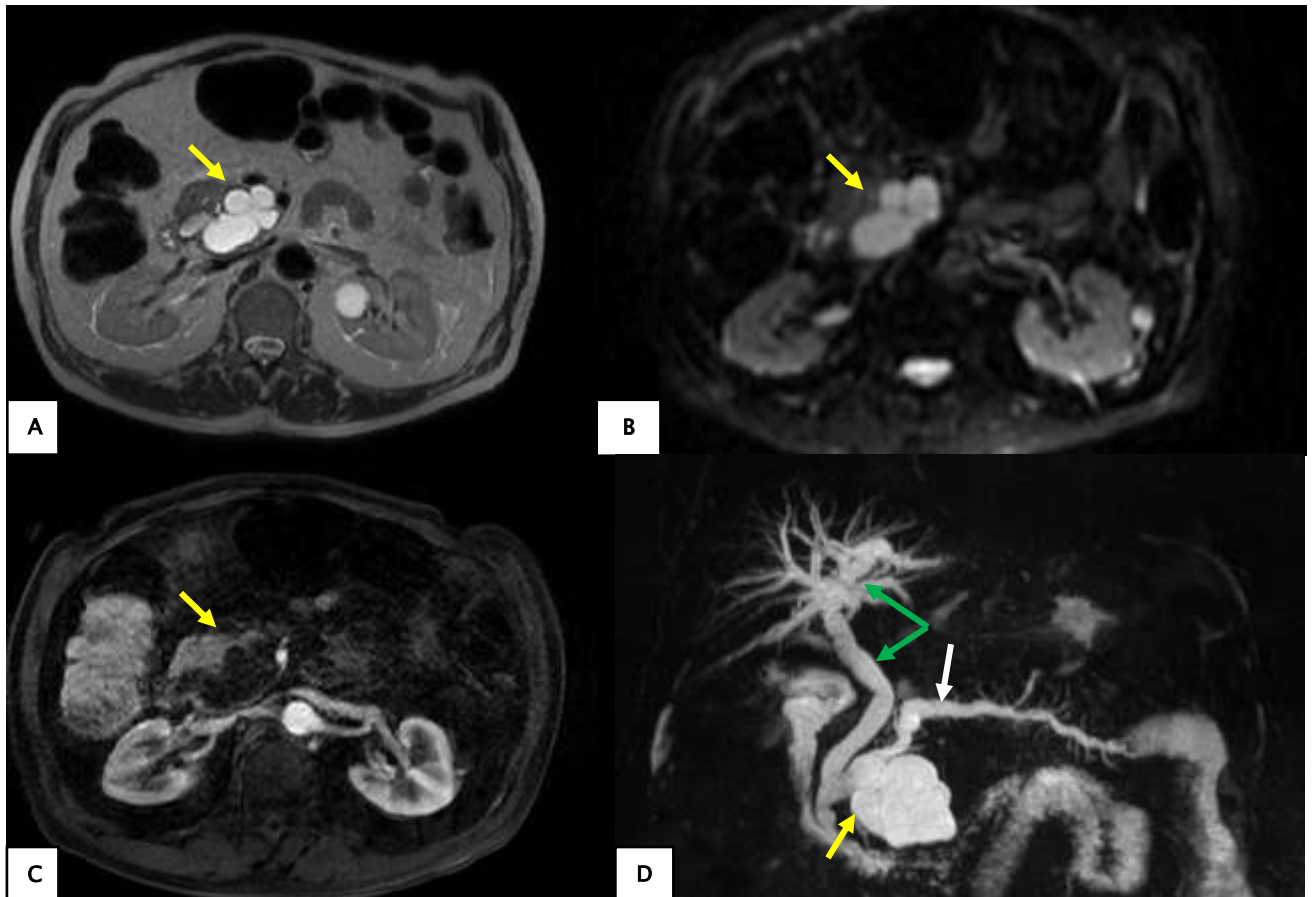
aspect radiologique de TIPMP : IRM abdominale en coupes axiales en T2 (A), en diffusion (B), et en 3D LAVA avec injection du PDC (C), avec 3D MRCP, montrant une Formation kystique du petit pancréas de Winslow (flèches jaunes), multi loculée, lobulée en hypersignal franc T2, à paroi et cloisons fines se rehaussant après injection de gadolinium sans bourgeon endokystique décelable, et communiquant avec le canal de Wirsung qui est dilaté de façon moniliforme (flèche blanche). Dilatation de la VBP et des VBIH (flèches vertes).
